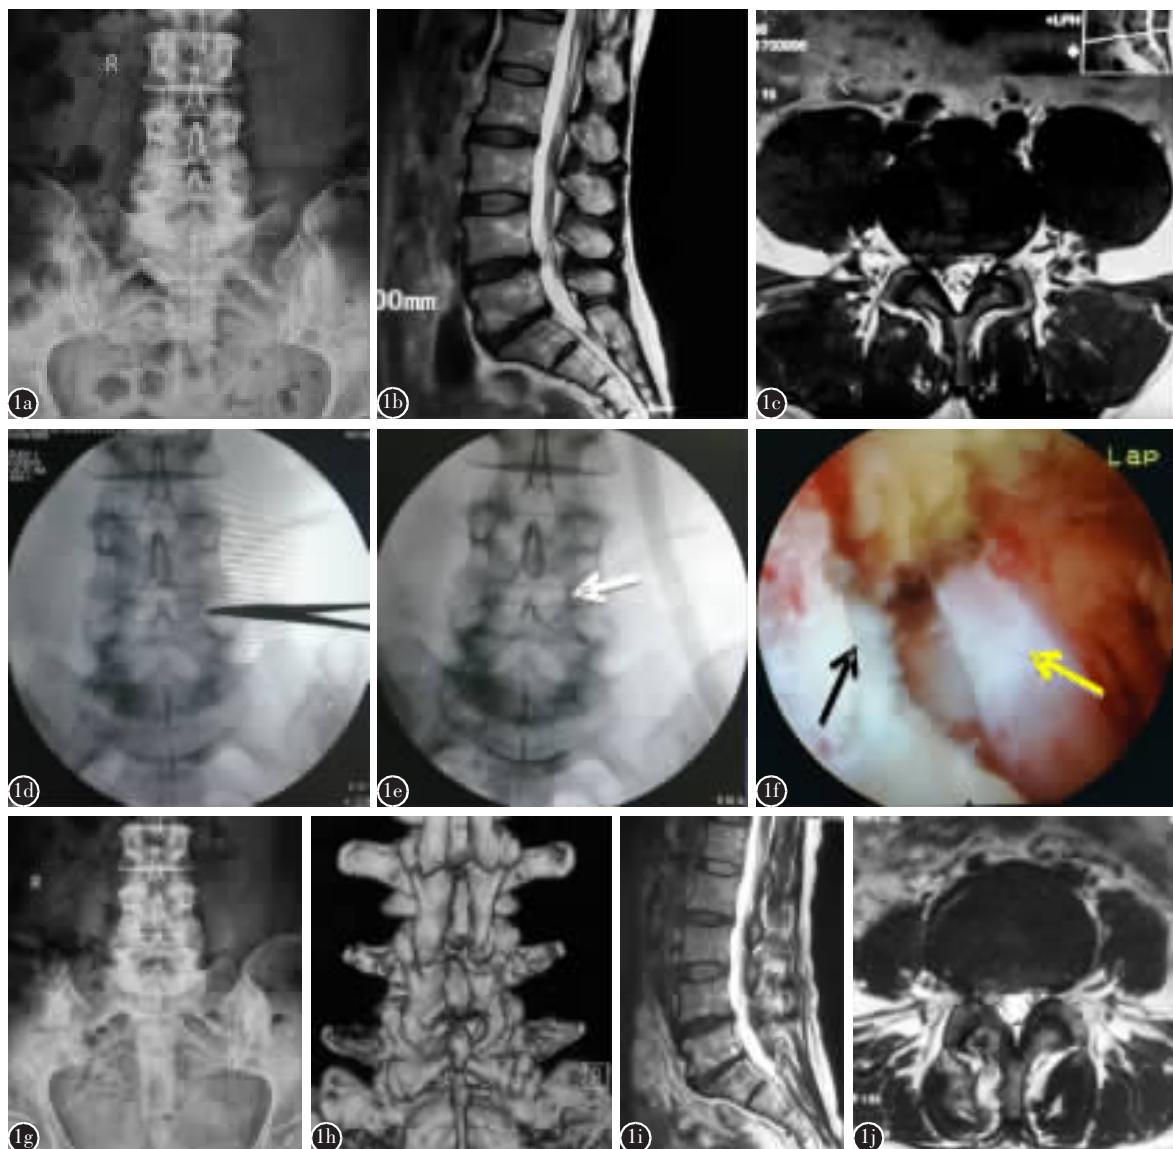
患者女性, 52 岁 a 术前腰椎正位 X 线片示 L4/5 骨性椎板窗较为狭窄 b, c 术前矢状位和横断位 T2 MRI 显示 L4/5 椎间盘向右后方突出 d, e 术中透视显示椎板间隙成形术后骨性椎板窗(白色箭头) f 术中镜下影像显示椎板窗扩大后(黑色箭头)显露右侧 L5 神经根(黄色箭头) g, h 术后腰椎 X 线片和 CT 扫描显示椎板间隙成形术未影响腰椎小关节稳定性 i, j 术后矢状位和横断位 T2 MRI 显示 L4/5 椎间盘突出的髓核组织彻底摘除
